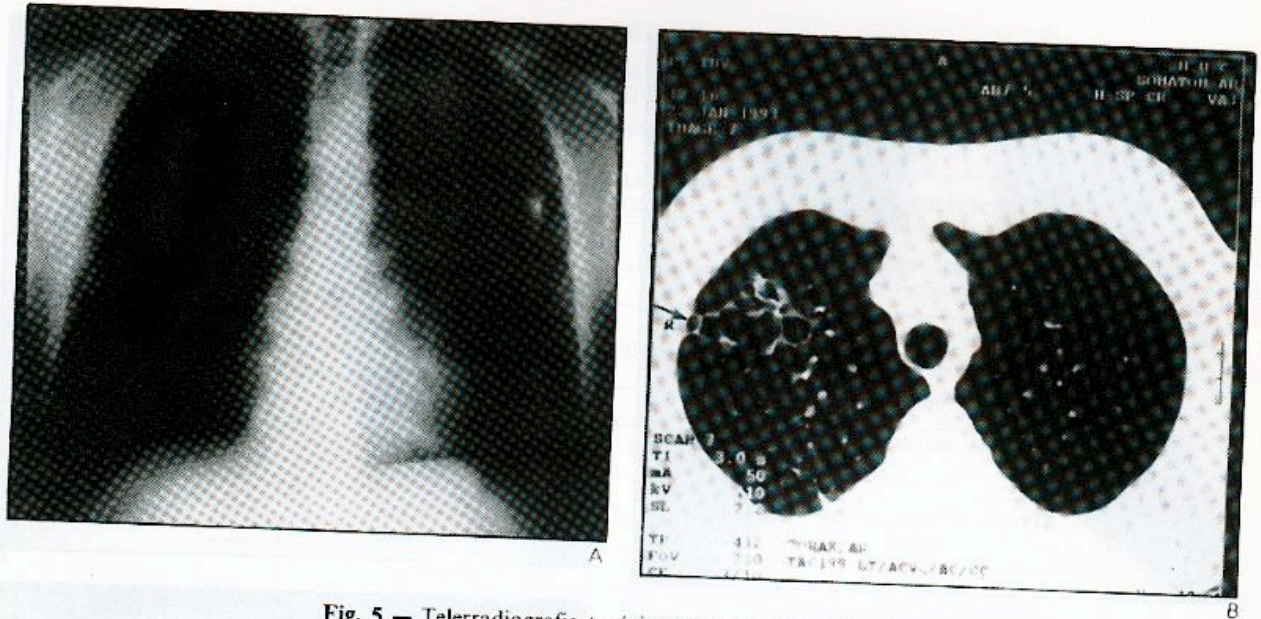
Telerradiografia torácica sem alterações evidentes (A) de um indivíduo infectado pelo HIV, em fase assintomática, e corte de TAC-AR (B) no qual se pode constatar a existência de formações bolhosas compatíveis com anterior infecção por *Pneumocystis carinii* (-).
